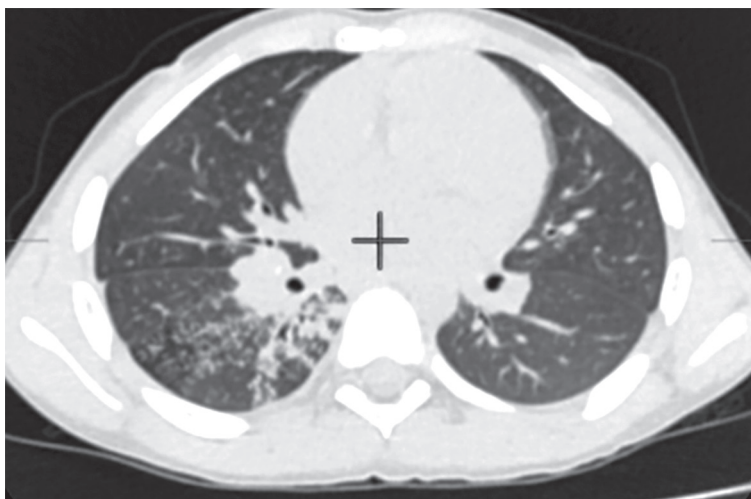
Данные МСКТ ОГК ребенка А., при выявлении заболевания.
